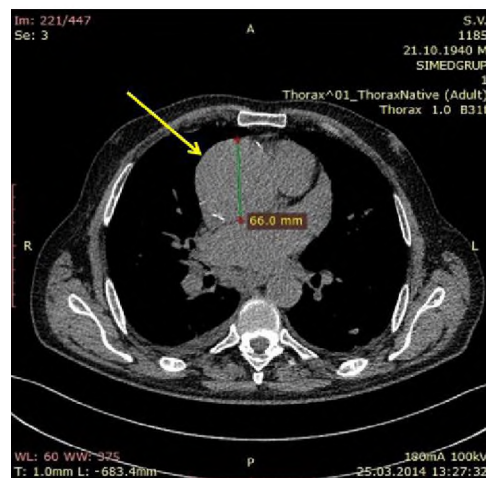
Хворий Д., 73 р., медична карта № 86. Спіральна комп'ютерна томографія без застосування контрасту, хронічна аневризма висхідного відділу аорти розміром 66 мм (вказано стрілкою).
